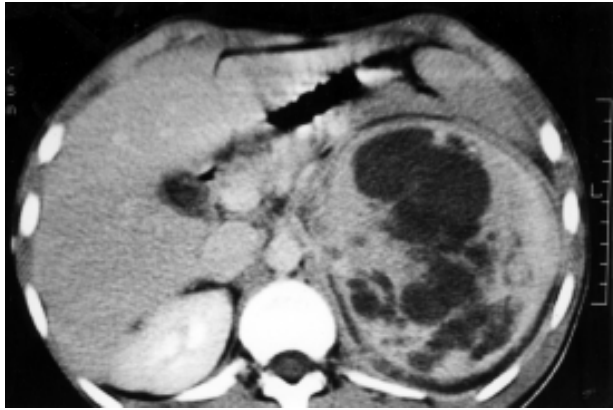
TC apresentando massa retroperitoneal em hipocôndrio esquerdo com 12x10 cm, de aspecto heterogêneo.
